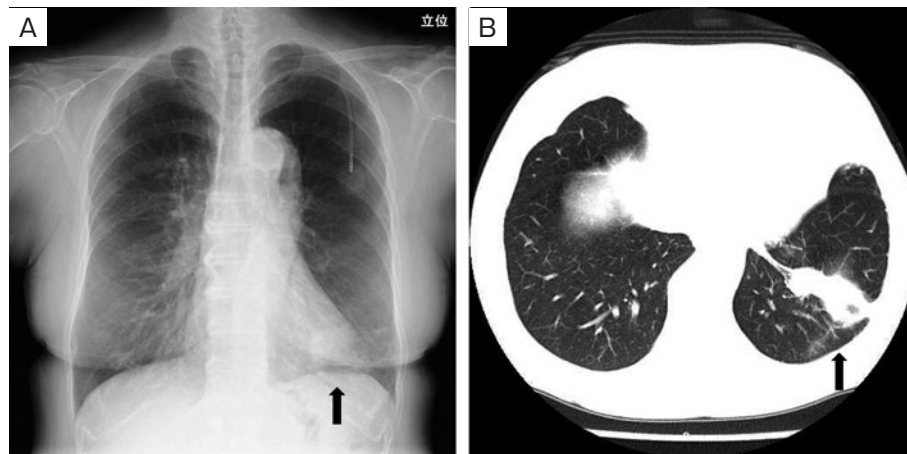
入院時胸部画像所見. (A) 胸部単純X線写真. 左下肺野に心陰影と重なるように腫瘤影を認めた (矢印). (B) 胸部CT. 左下葉に40mm大の腫瘤影を認めた (矢印).
